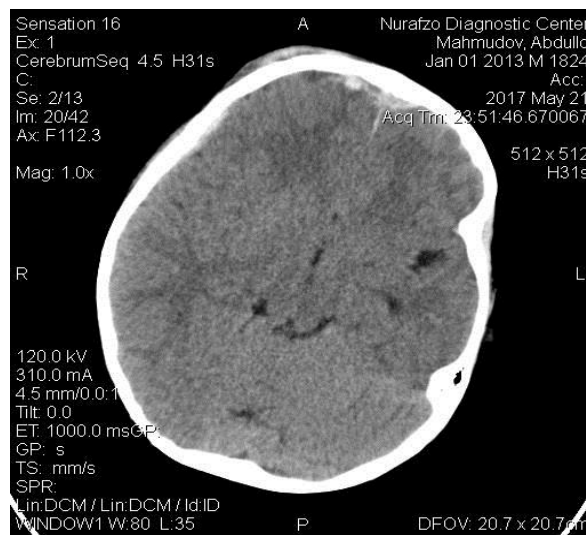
НСГ и КТ головного мозга. Очаги ушиба головного мозга в левой височной области
